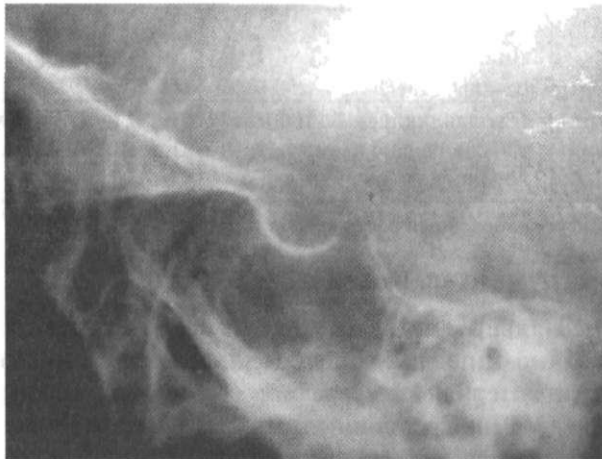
Рентгенокраниография:
